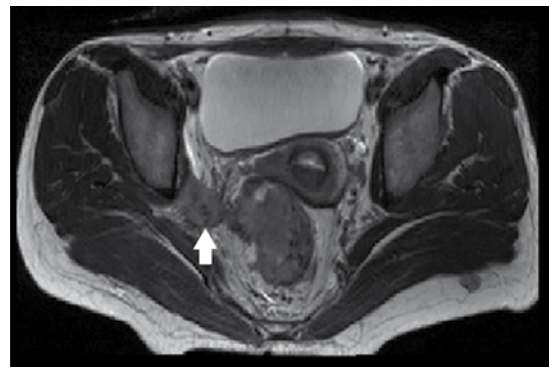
Resonancia potenciada en T2, corte axial: ganglio perirectal (flecha) aumentado de tamaño, con pérdida de su hilio y morfología.
